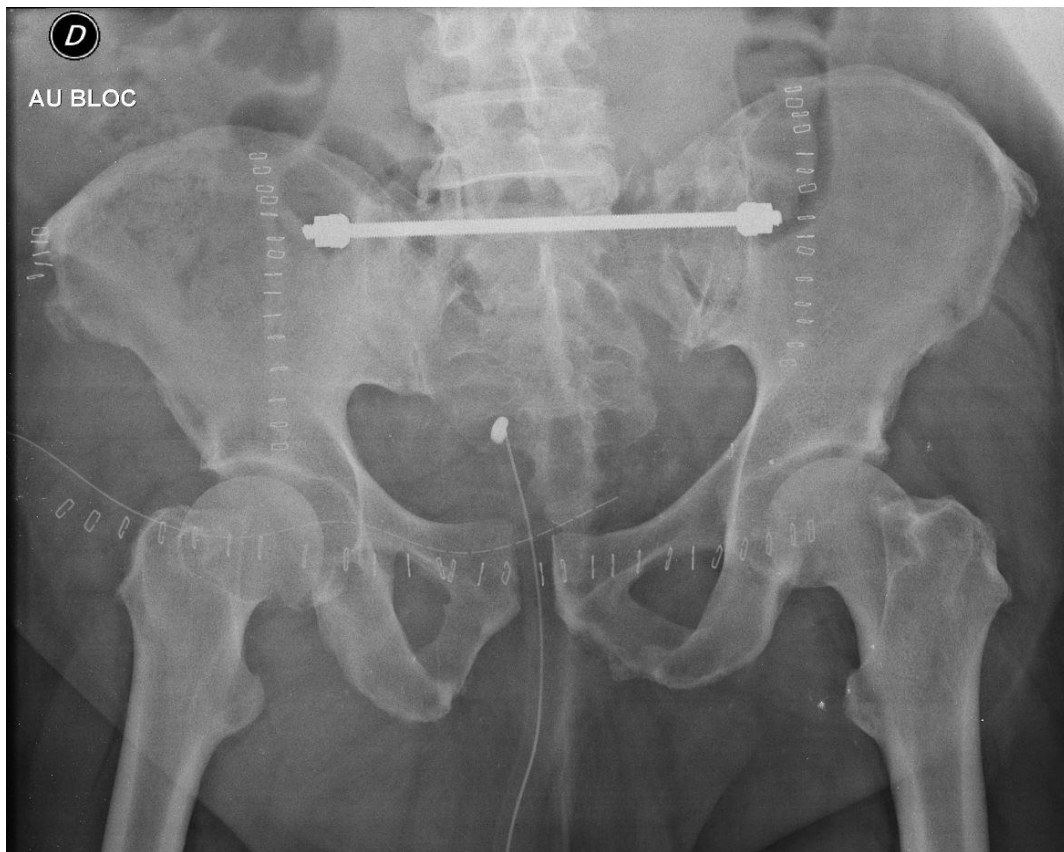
Exemple d'une ostéosynthèse par un "Boulonnage" associé à une ligamentoplastie antérieure suite à une disjonction symphysaire et une fracture sacrée comminutive (Radiographie pré opératoire Figure 4).
